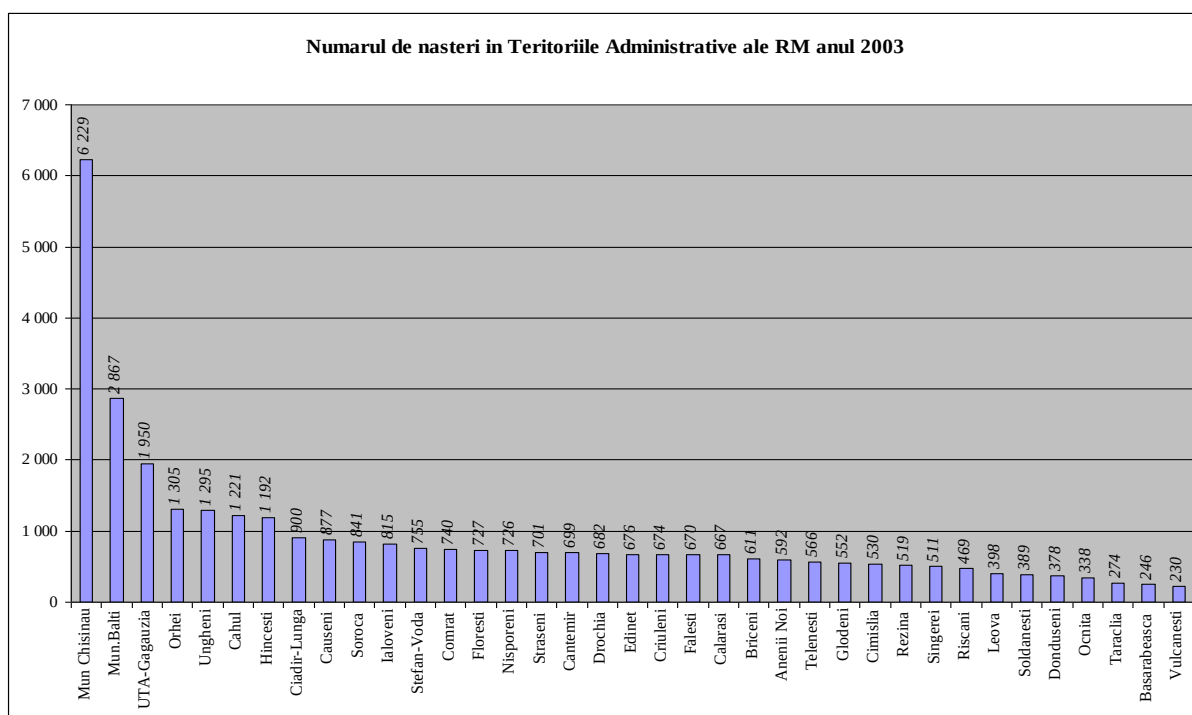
Numărul de nașteri în teritoriile administrative ale RM, a. 2003 (abs.)
